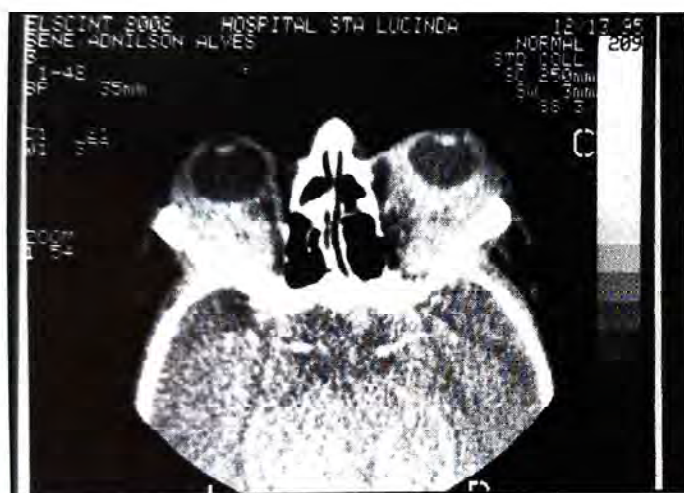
TC - mostra acometimento bilateral.
